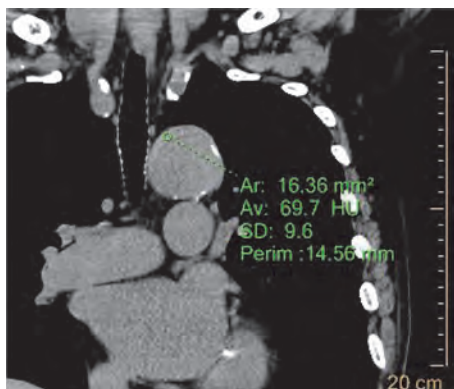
来院4時間後に撮像された非造影CT：冠状断像。肥厚した大動脈壁は70 HU前後の高吸収を示し、来院時の仮想単純画像(図1B)と同様の所見。
